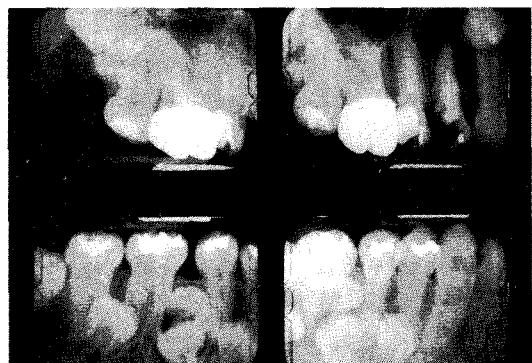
초진시 우측 구치부 치근단방사선사진
